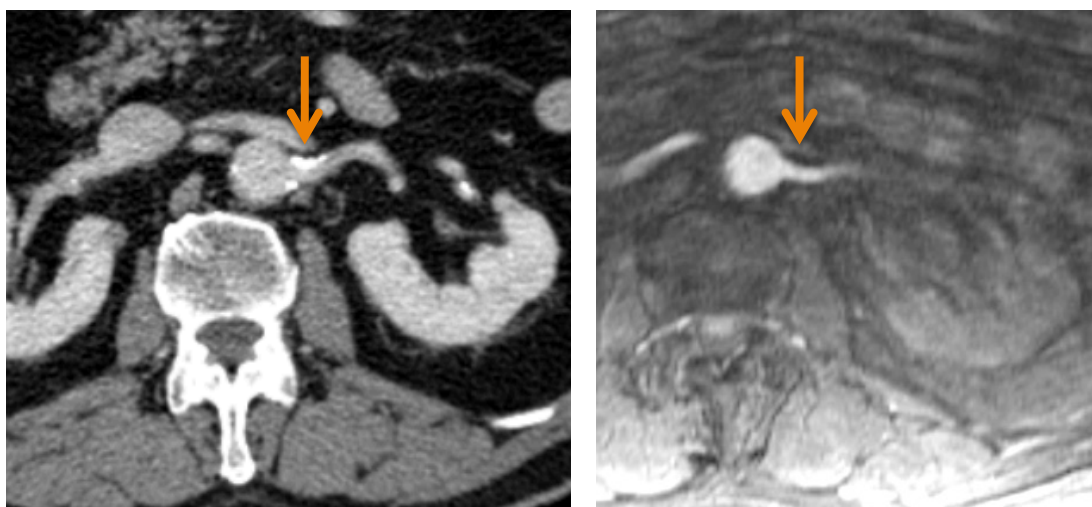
Placa de ateroma calcificada en ostium/segmento proximal de arteria renal izquierda. Comparación entre TC y RM.
